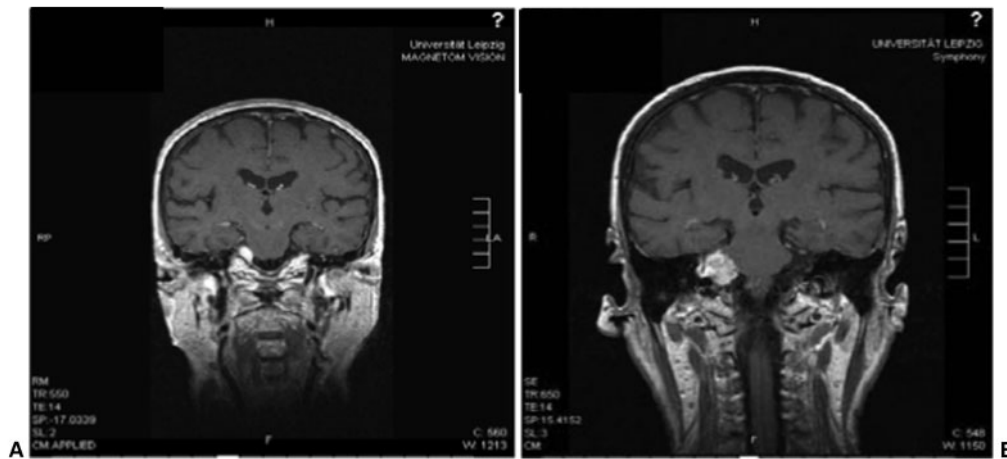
(A) Small capsular remnant after surgery of a vestibular schwannoma in a 71-year-old female (T1-weight coronary MRI with gadolinium). (B) Progression of the tumor remnant after 1.5 years (T1-weight coronary MRI with gadolinium).
